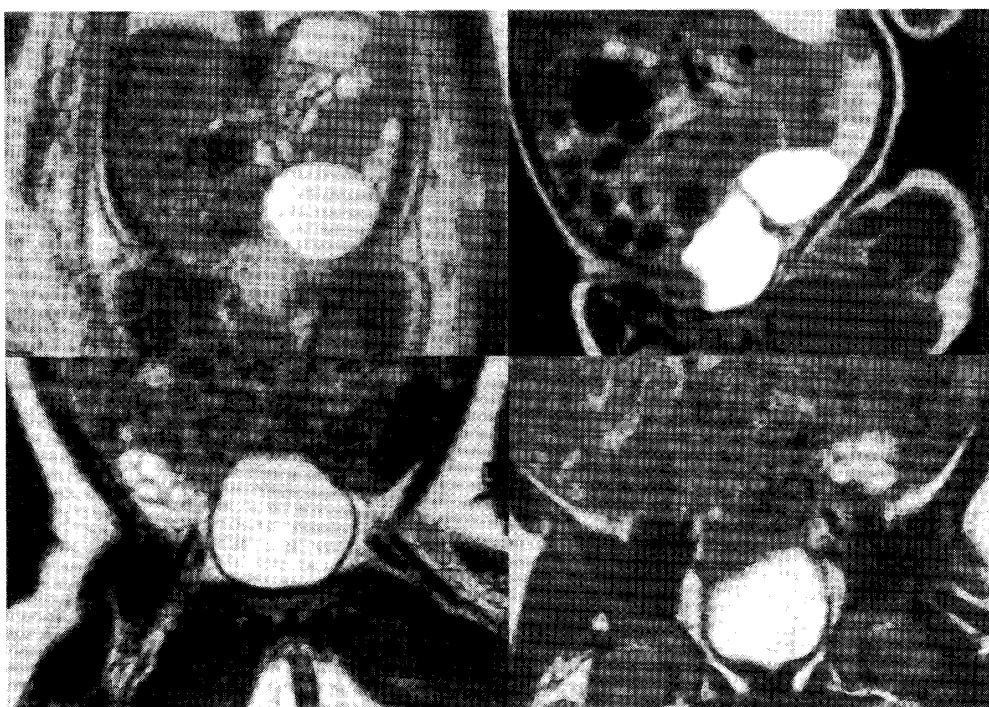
腹部 MRI 所見① Gyroscan Intera 1.5T (Philips 社) による T2 強調画像
